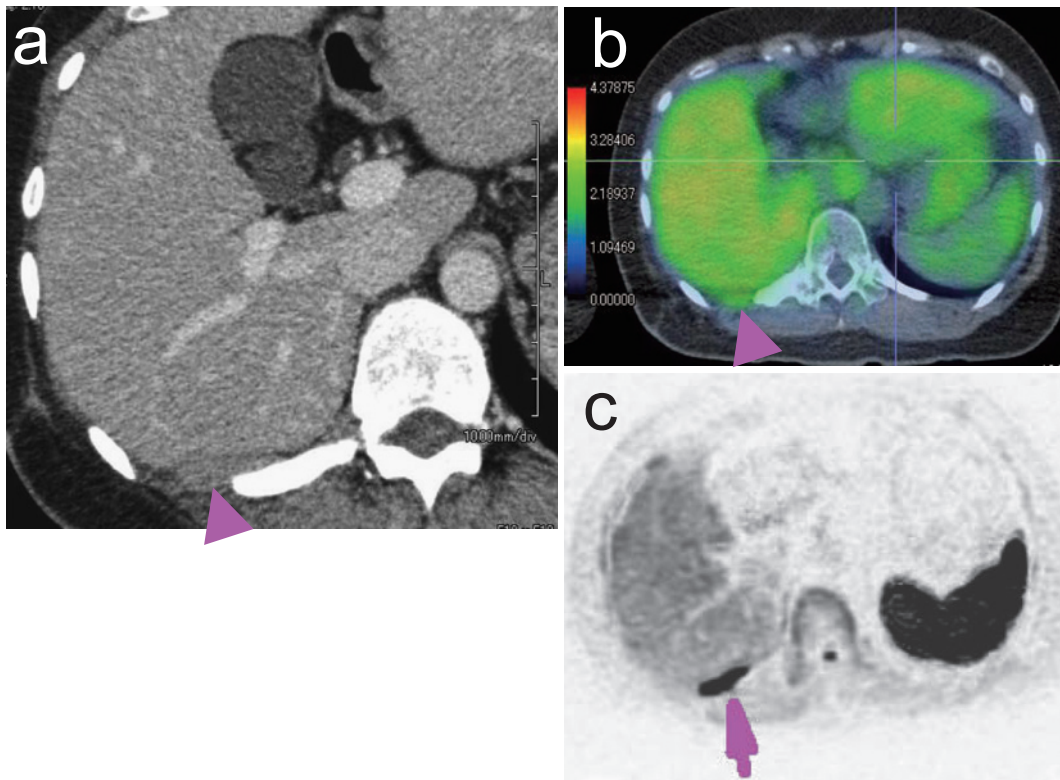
Chest CT revealed a disseminated lesion in posterior side of the right XIth intercostal space (a). FDG was accumulated in FDG-PET/CT (b). It was shown as a high intensity area in MRI-DWI (c).
